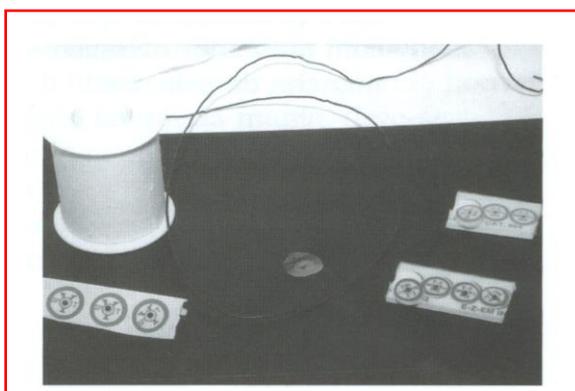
Alguns exemplos de marcadores metálicos autoadesivos, e, no centro, temos o fio metálicos, usado para marcar cicatriz. Em hipótese alguma usar esparadrapo para a sua fixação pois este aparecerá na radiografia.
